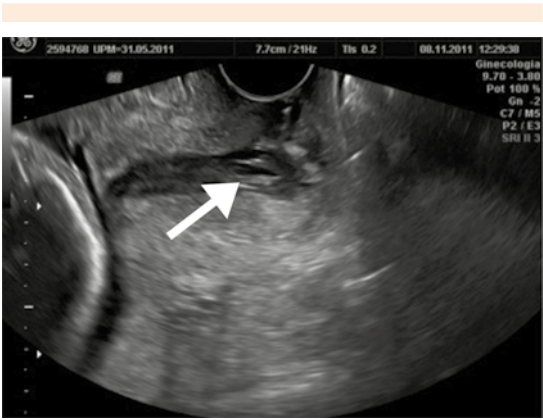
Ecografía de la semana 23+3 del embarazo. Cérvix prácticamente cerrado; cervicometría de 30 mm (la flecha señala el cordón umbilical del primer gemelo, que ocupa el canal cervical).
